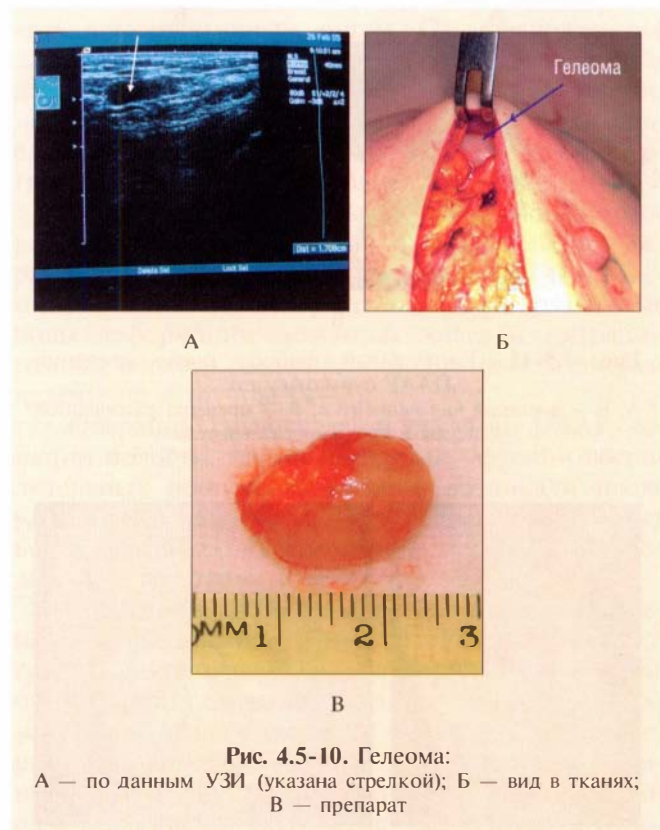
Гелеома: А — по данным УЗИ (указана стрелкой); Б — вид в тканях; В — препарат
